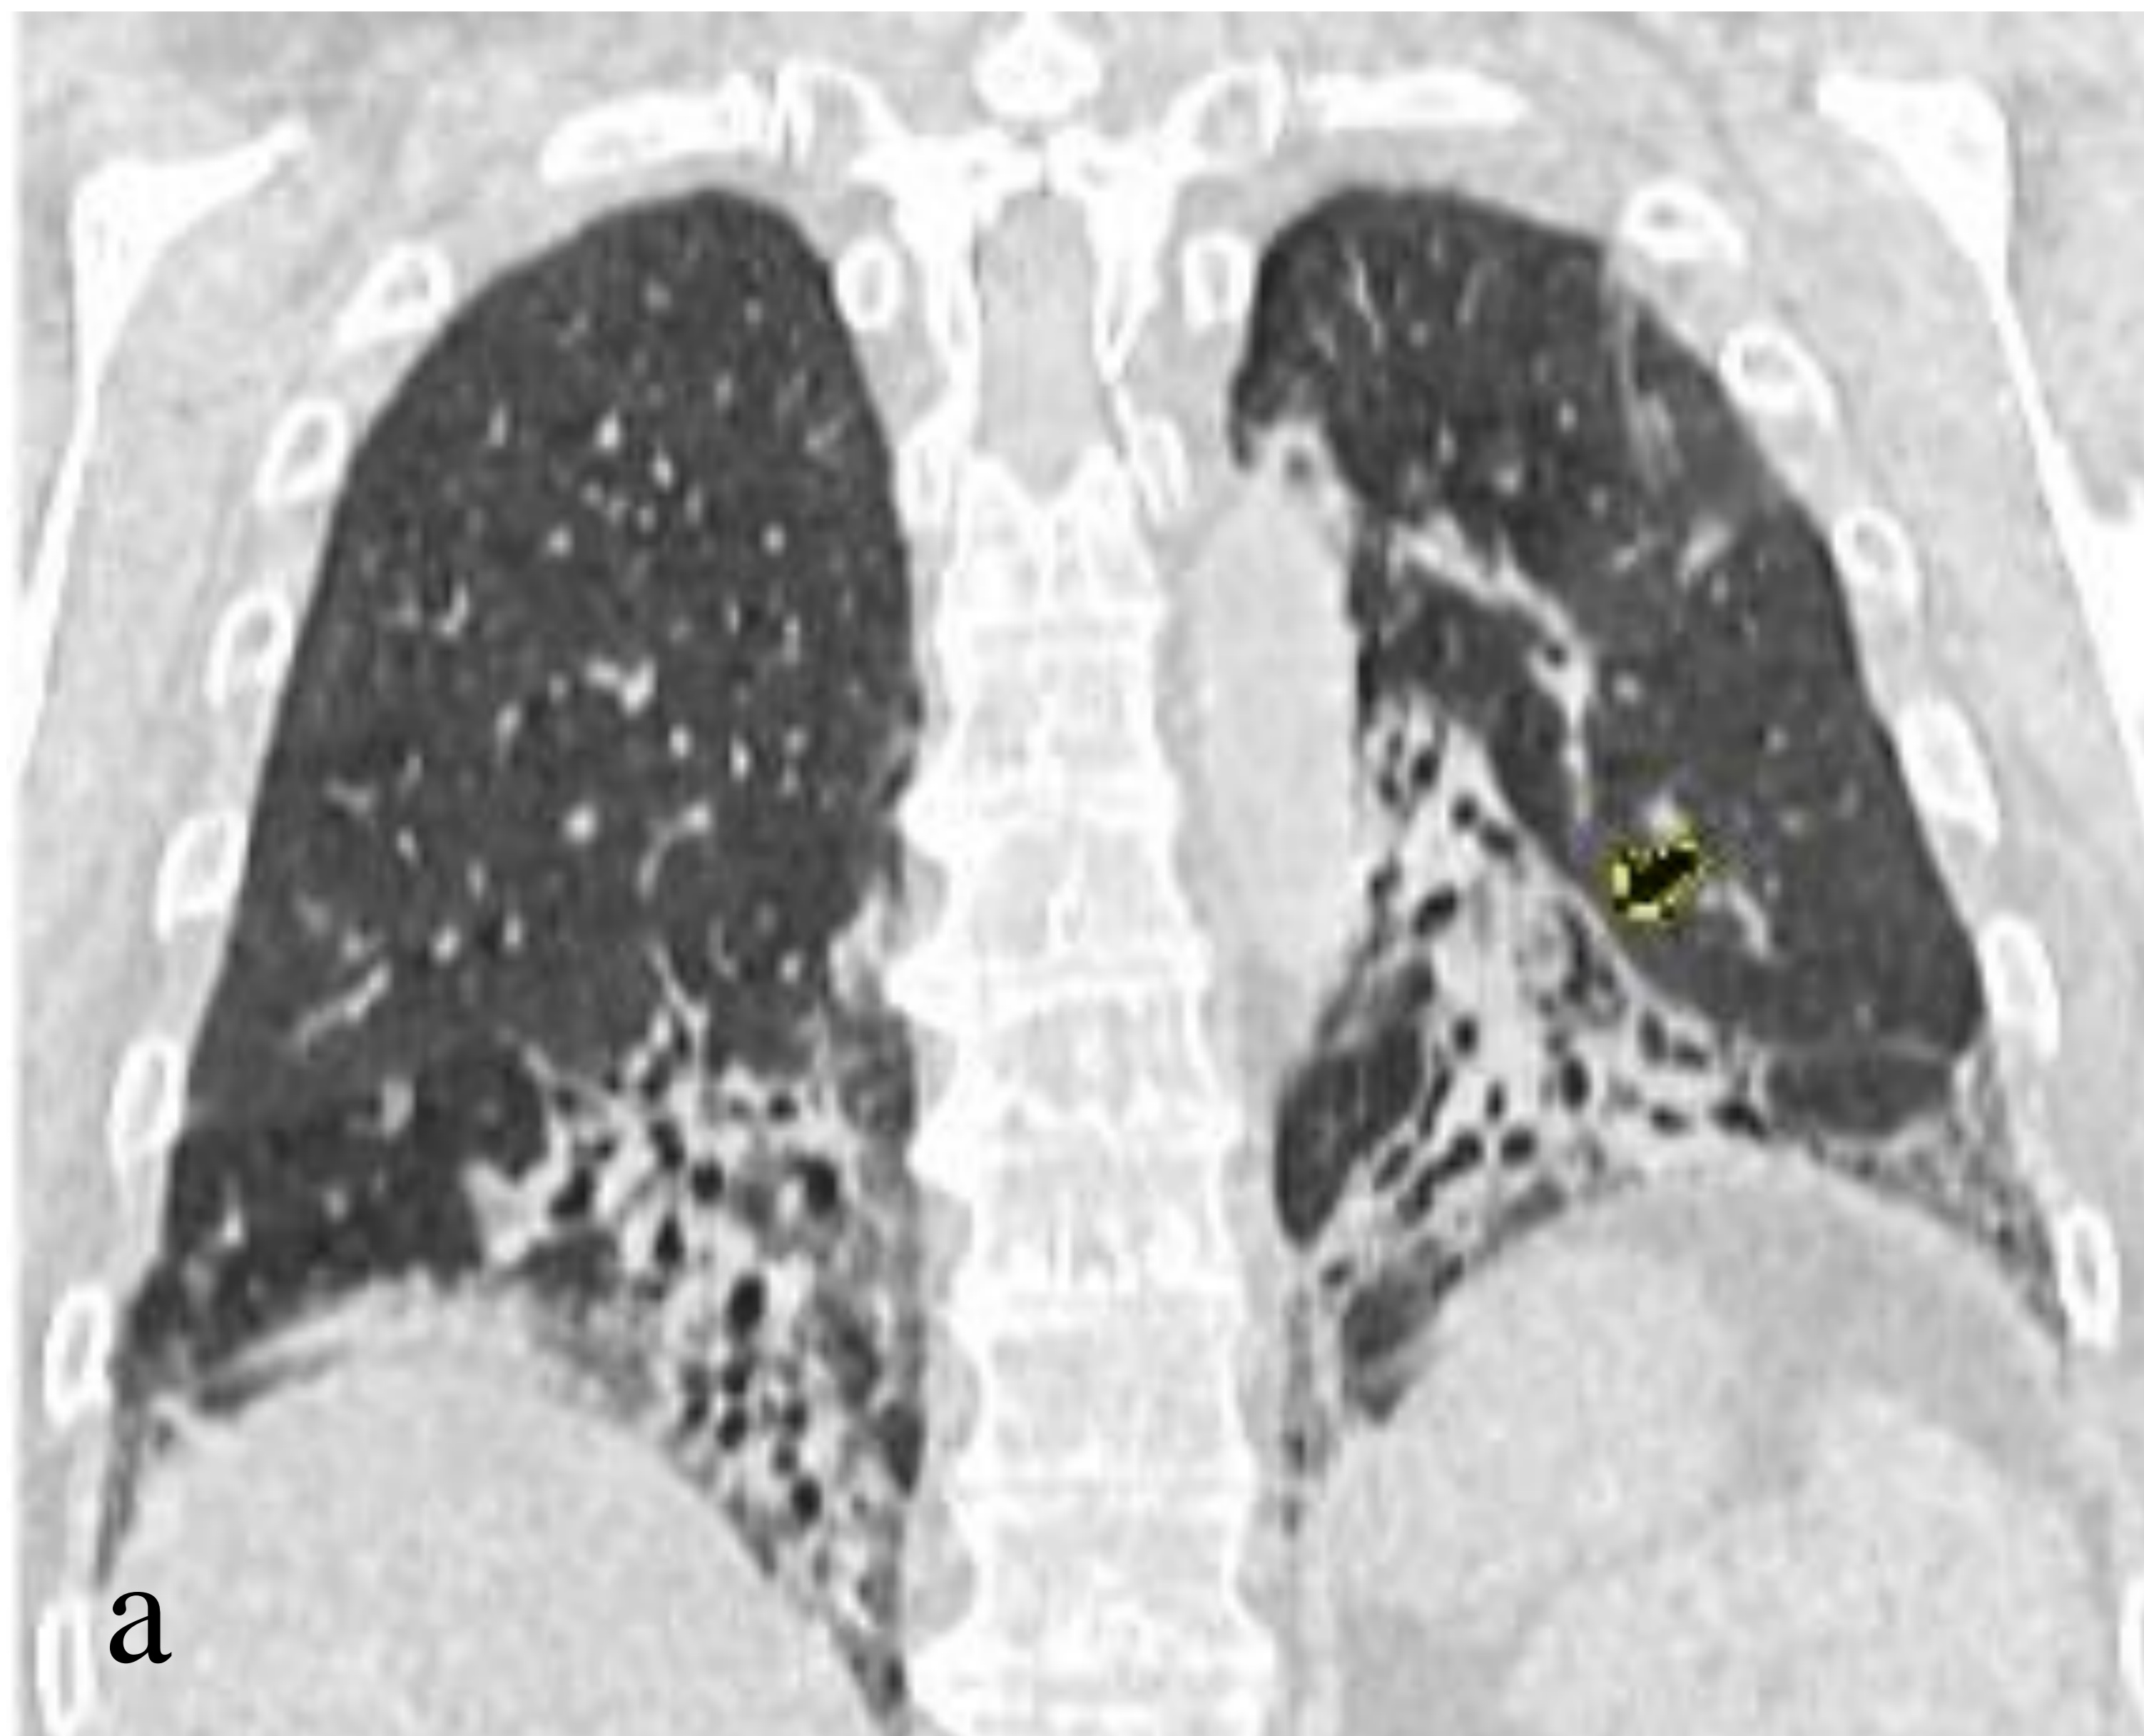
Mujer de 58 años con agaporni y exposición a setas en ambiente laboral. En la imagen a, corte coronal de TC, se observa marcado engrosamiento peribroncovascular en lóbulos inferiores con bronquiectasias.
